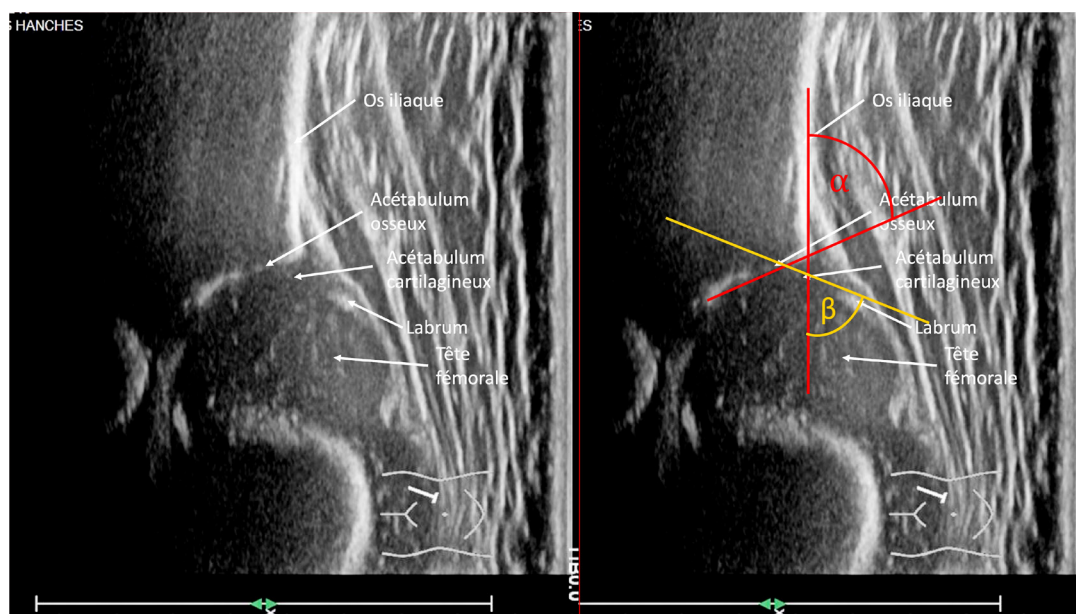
Ultrason de hanche selon la méthode de Graf avec les angles α et β qui représentent la couverture osseuse et cartilagineuse de la tête fémorale par l'acétabulum.
